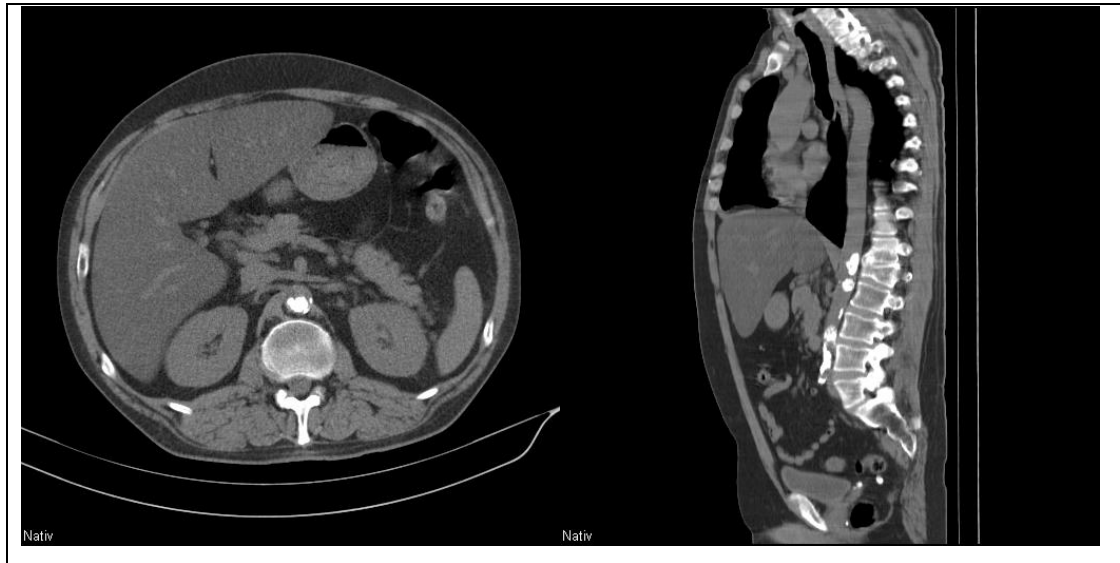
Nativ-CT der Aorta mit von der Dorsalseite der viszerale Aorta ausgehenden Kalkformationen, entsprechend einer *Coral reef Aorta*
